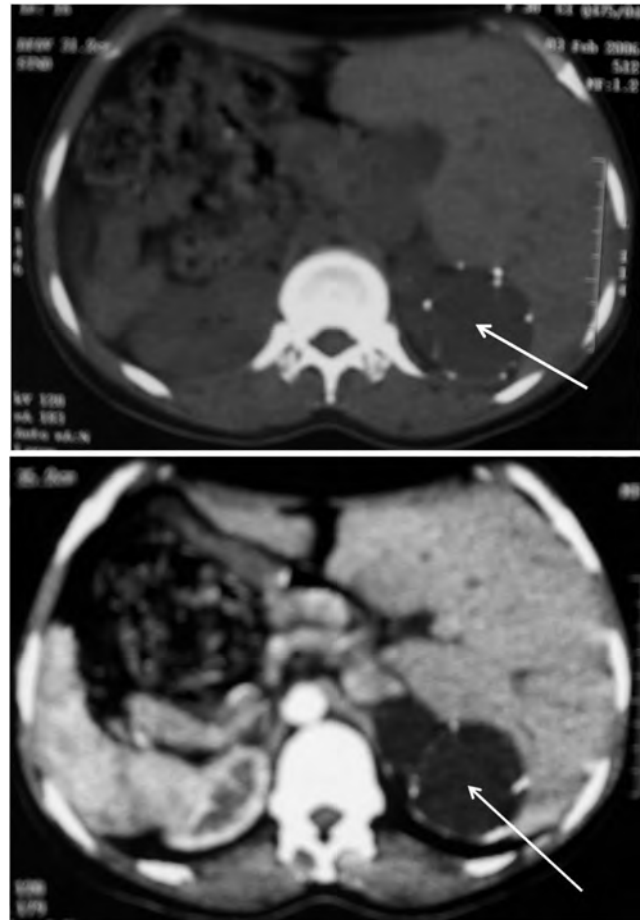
a et b : TDM abdominale : masse liquidienne, interhépatosurrénalienne, bilobée, dont la paroi renferme quelques fines calcifications et qui ne se rehausse pas après injection de produit de contraste / *Abdominal computed tomography: liquid mass, between the liver and the adrenal glands, bilobal, and whose wall encloses some fine calcifications and is not highlighted after injection of a contrast agent*
